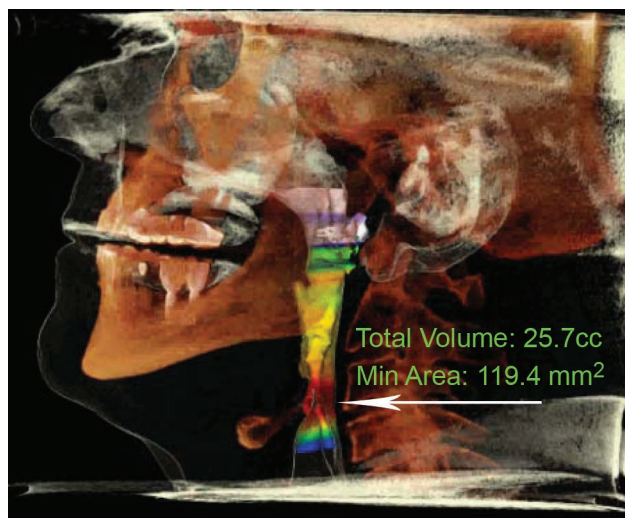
Determining obstruction level (marked with an arrow) in 3D CT reconstruction
